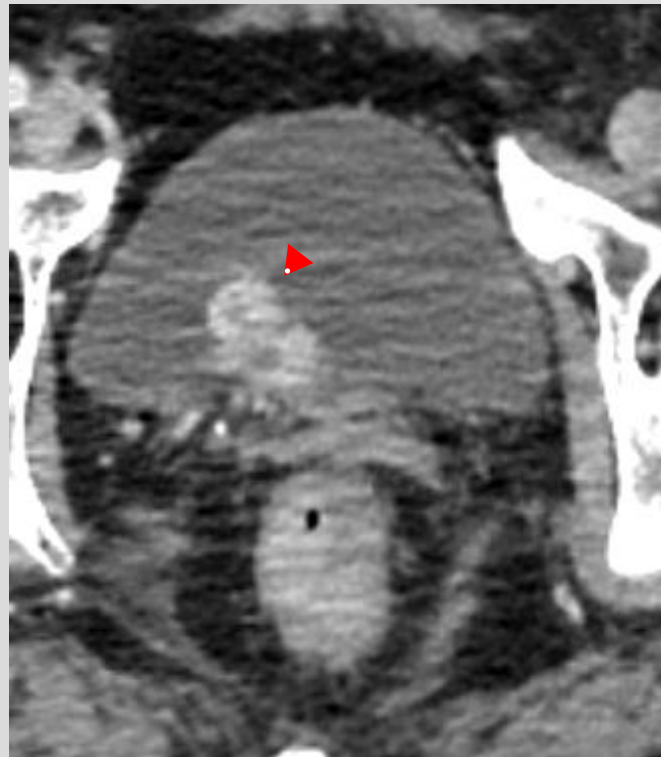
TC abdominal con contraste en corte axial y fase portal a nivel de la vejiga urinaria
